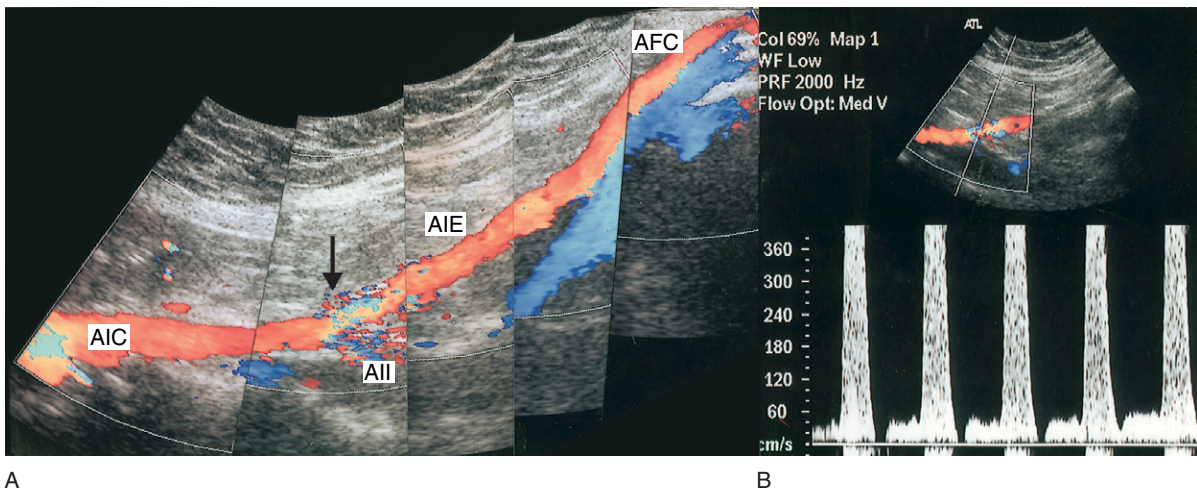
A: Die Farbbildmontage der Zuflussarterien zeigt die AIC, die A. iliaca externa (AIE) und die A. iliaca interna (AII) sowie die AFC. Achten Sie auf die Stenose an der Iliacabifurkation (Pfeil), die am Alias-Effekt erkennbar ist. B: Das Spektraldopplerbild zeigt eine hochgradige Stenose der AIE, erkennbar an hoher systolischer Flussgeschwindigkeit, Aliasing und Spektralverbreiterung. Zur Verbesserung des Beschallungswinkels wurde das Farbfenster am Rand des Sektorbildes platziert.
